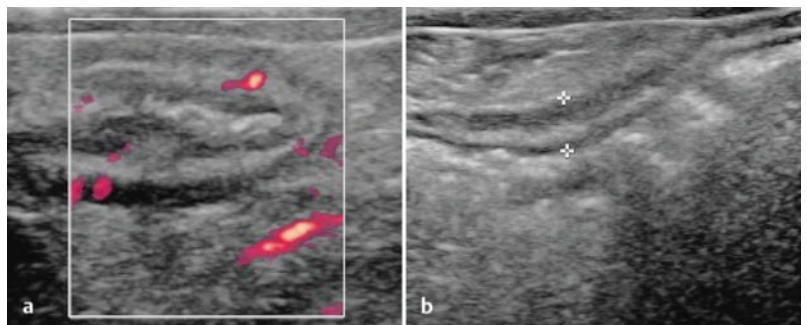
Sonografischer Befund von 03/2015 (nach Therapiebeginn mit Vedolizumab).
